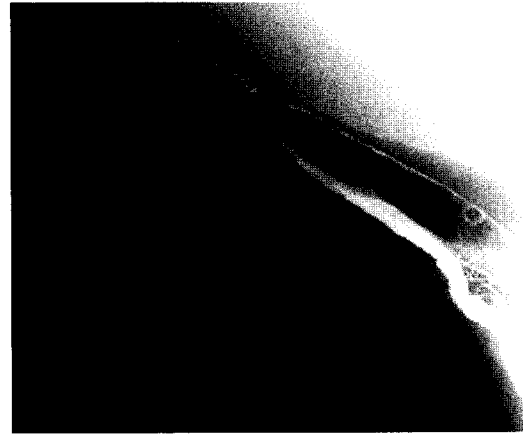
zeigt eine Röntgenaufnahme der unteren Halsregion im seitlichen Strahlengang mit Doppelkontrastdarstellung. Nach Einführen der Nasenschlundsonde wurde zunächst Bariumsulfat eingegeben. Anschließend folgte die Negativkontrastdarstellung mit Luft. Die Ösophagitis ist erkennbar an der unregelmäßig, faserigen Kontur der Ösophaguswand.
